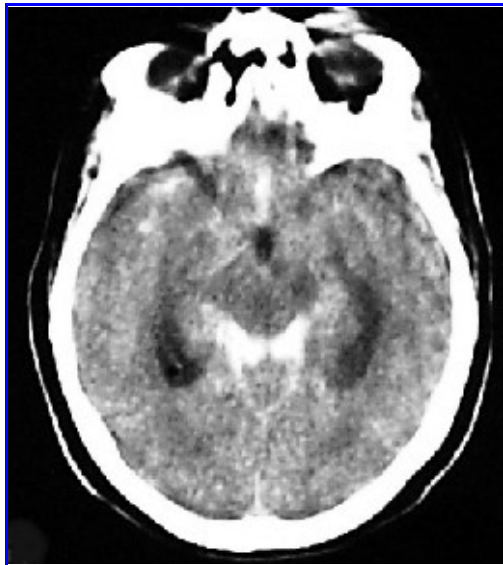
TAC de cráneo. Hemorragia subaracnoidea grado 4 de Claassen.
